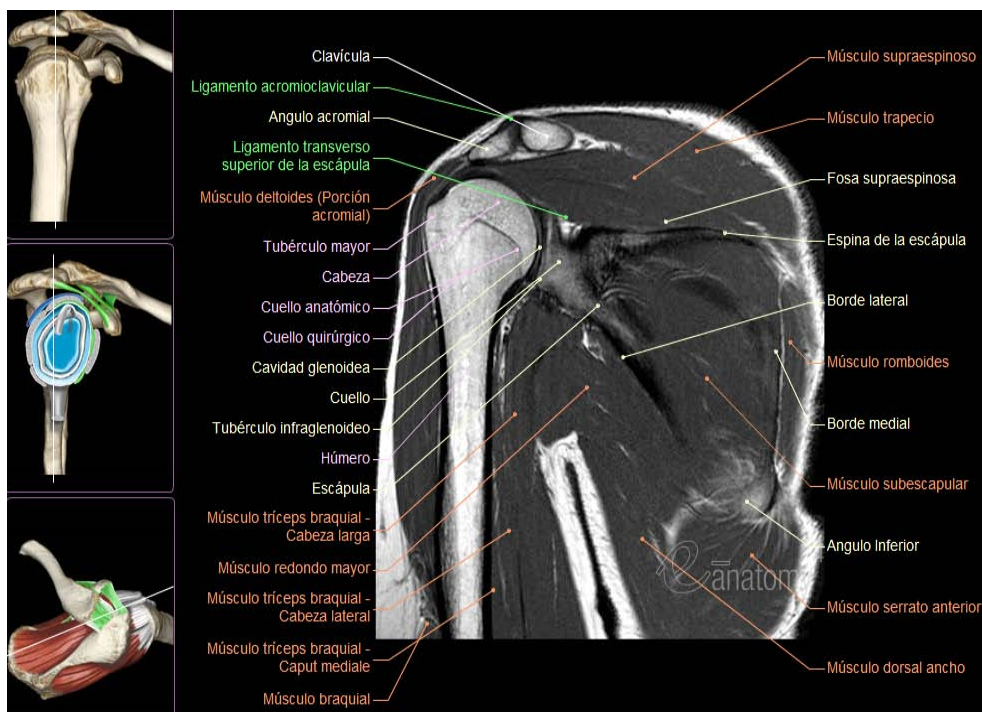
Imagen de resonancia magnética (potenciada en T1) de la articulación glenohumeral normal en el plano coronal. Imagen adaptada de www.imaios.com (99).
